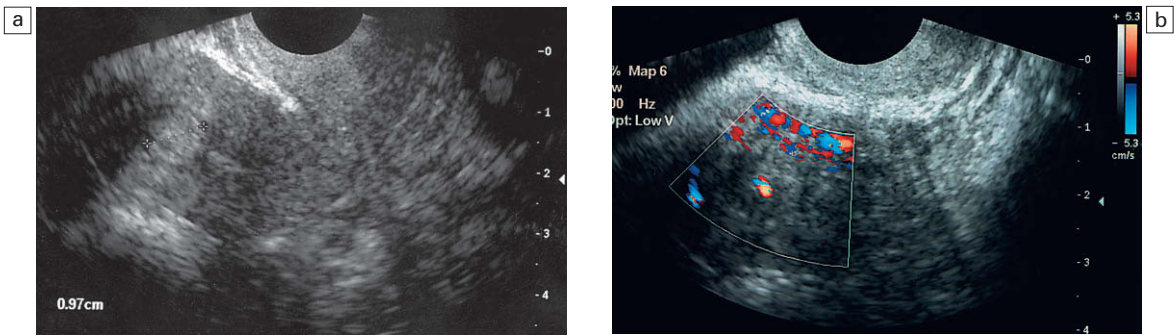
Pólipo endometrial. a) La ecografía transvaginal muestra una lesión ecogénica en la cavidad uterina. b) En el Doppler color existe un único vaso sanguíneo que identifica el pedículo.
